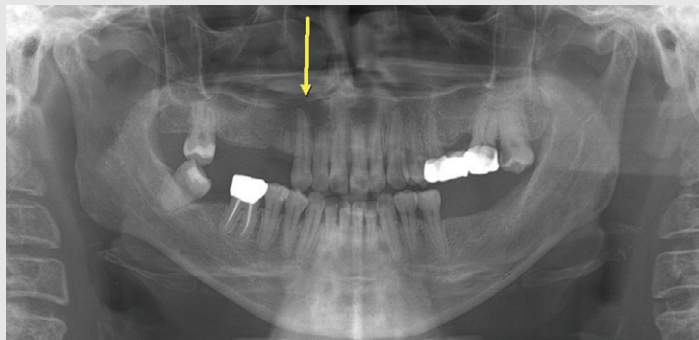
증례 2 환자의 4년 5개월 후 파노라마방사선영상. 상악 우측 견치의 치근을 중심으로 한 경계가 방사선투과성 병소가 관찰되며, 인접한 경구개의 피질골이 흐려진 소견이 관찰된다.
